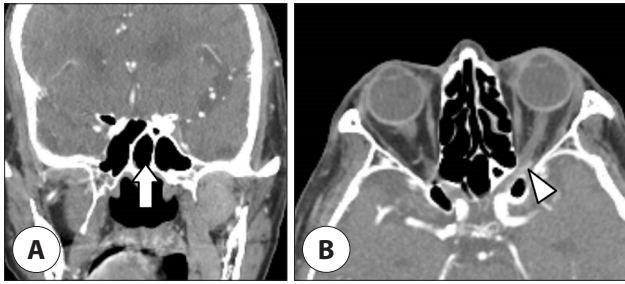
Computed tomographic (CT) image after antifungal treatment shows (A) disappeared soft tissue lesion in left sphenoid sinus (arrow). (B) Inflammatory lesions in the optic canal and intraconal space did not show significant changes (arrowhead).
